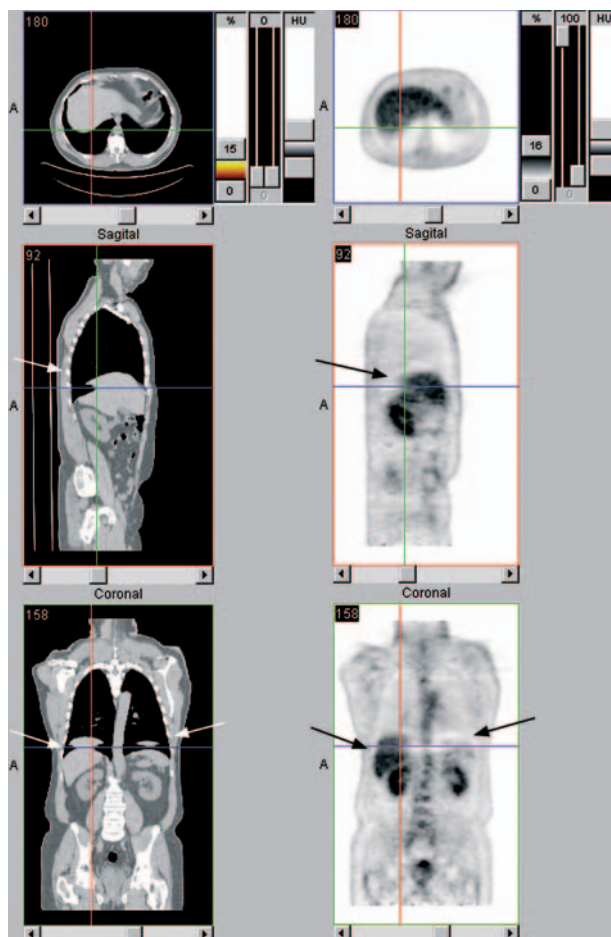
Artefacto en la zona diafragmática producido por la diferencia de localización de los órganos entre el TAC y el PET debido al movimiento respiratorio.
